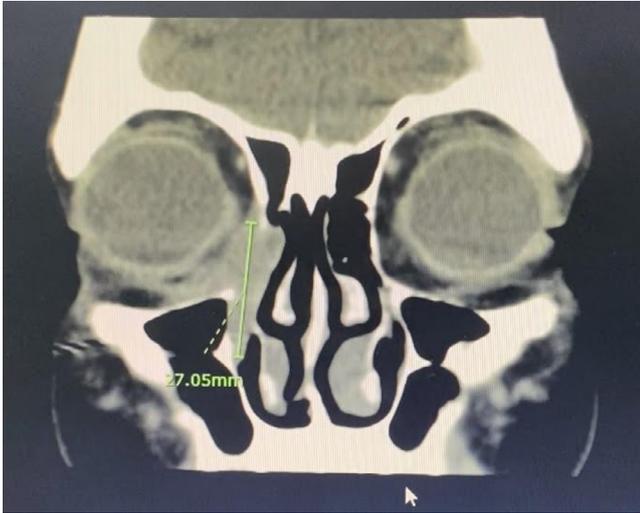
Corte coronal en tomografía axial computarizada (TAC), invasión de la lesión a región infraorbitaria derecha de 27,05 mm de diámetro mayor.
